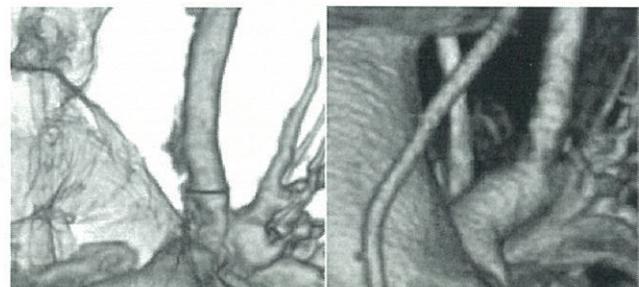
左：3D-CT（3 年前にとられたもの）右：3D-CT（第 6 病日）左鎖骨下動脈と左肺動脈をつなぐ BT シャントの吻合部の一部狭窄を認めた
